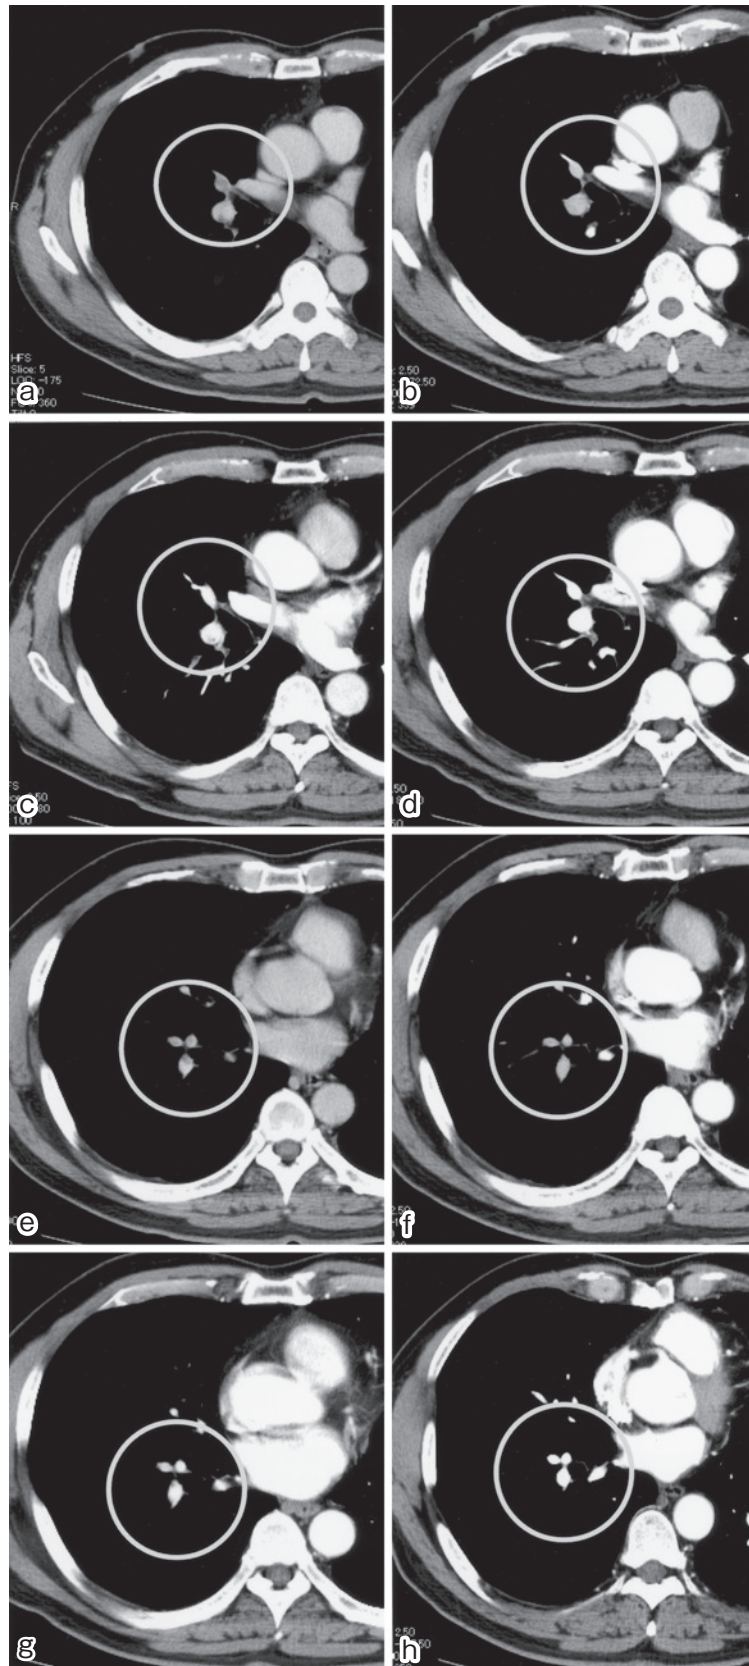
Chest CT scans of the right pulmonary artery; on admission (a) (b); 11 days after initiation of warfarin (c) (d); at the time of recurrence of the thrombi (e) (f); and 2 months after initiation of gefitinib treatment (g) (h).
